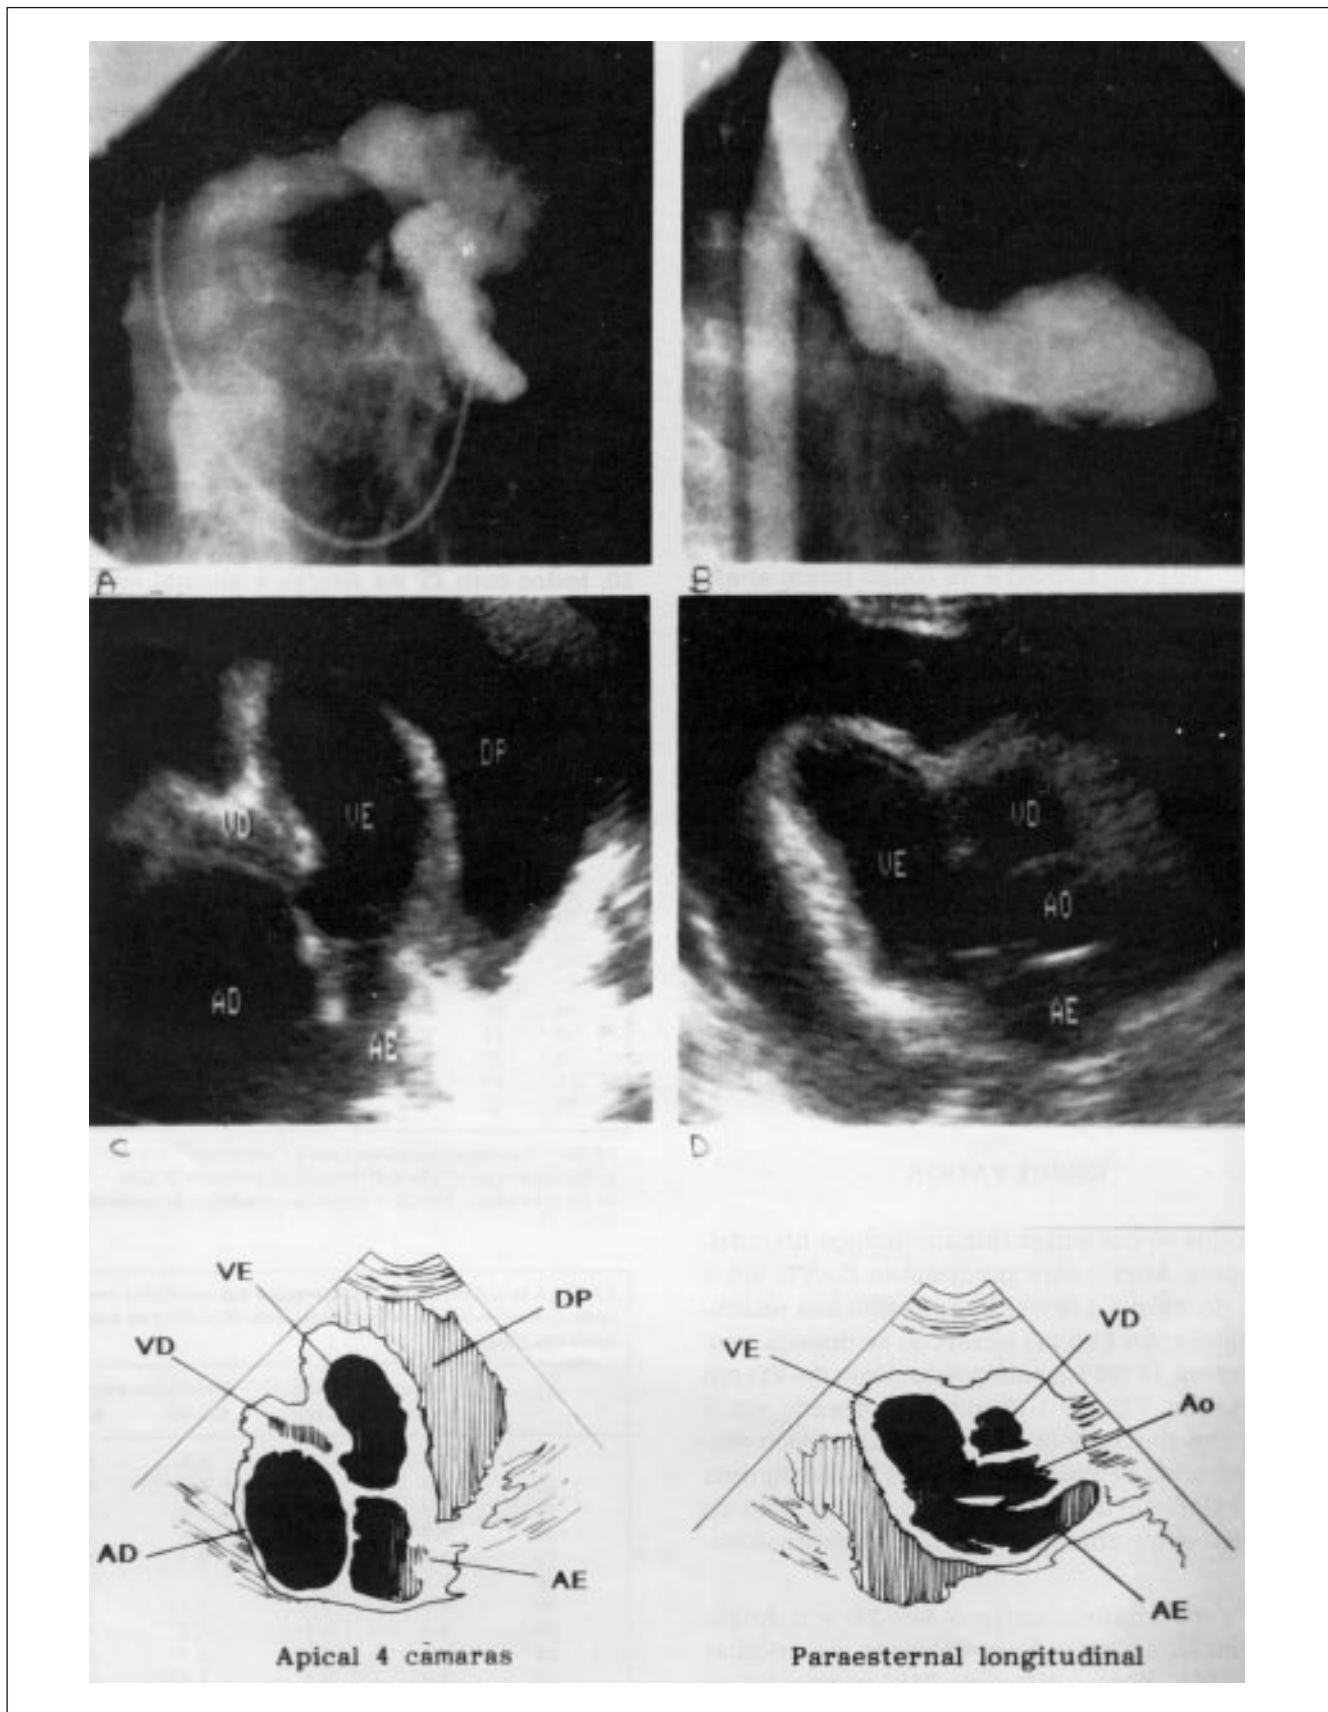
A) Angiografia com obliteração grave da via de entrada do VD (3+) e dilatação da via de saída; B) obliteração leve do ápice do VE (1+), imagem tipo “mão fechada”; C) ecocardiografia corte 4 câmaras apical mostrando obliteração completa da via de entrada do VD (3+), dilatação do AD e grande derrame pericárdio; D) eixo longo paraesternal mostrando obliteração leve do ápice do VE (1+) AD = átrio direito; AE = átrio esquerdo; VD = ventrículo direito; VE = ventrículo esquerdo; DP = derrame pericárdio.
